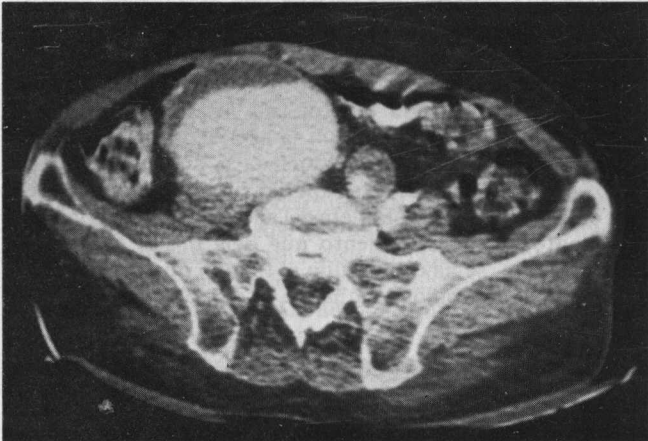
TAC del abdomen y aneurisma de la aorta abdominal.
